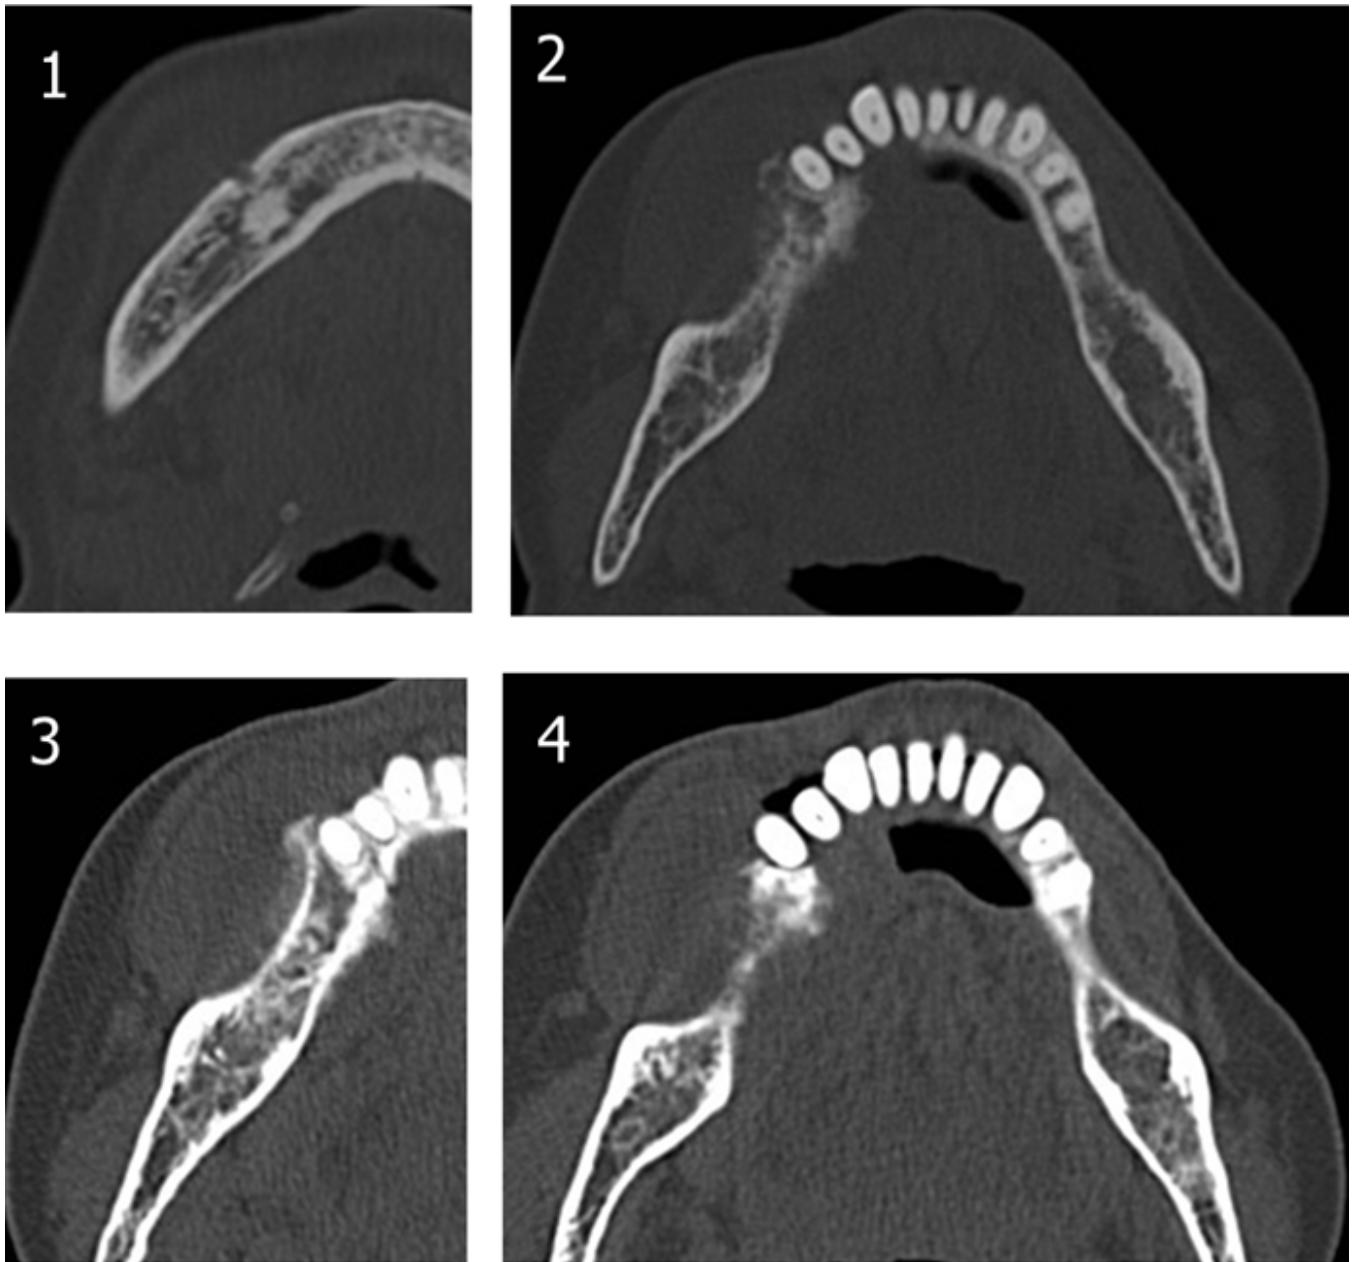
Condrosarcoma. Lesión en cuerpo mandibular derecho con presencia de matriz condroide típica y aumento de partes blandas asociado. 1, 2, 3 y 4: TC cortes axiales.
